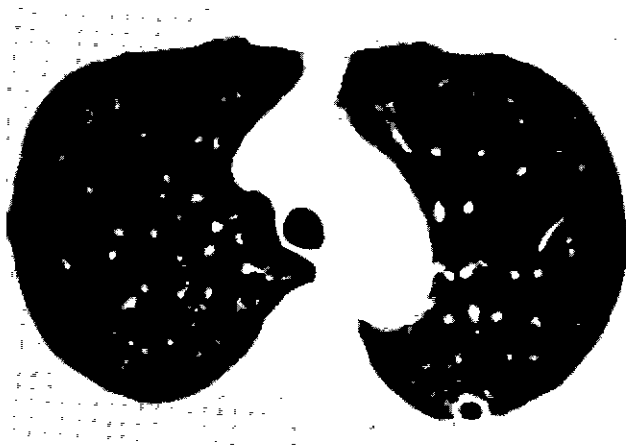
Preoperative chest HRCT shows multiple cystic infiltrations which are round and smooth in shape and are predisposed on entire lung parenchyma diffusely.
